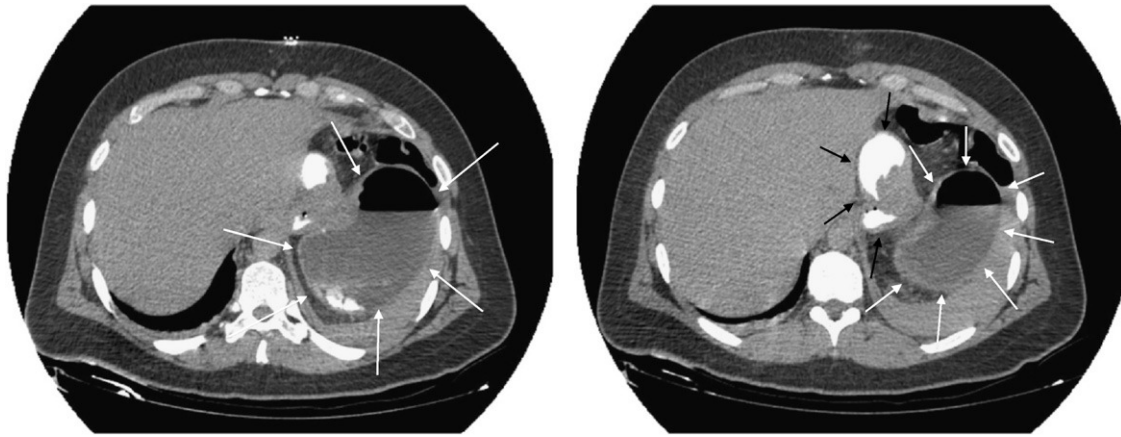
TC abdominal que muestra herniación transutera. Las flechas blancas muestran el segmento de estómago herniado y las negras la sección plicada.
